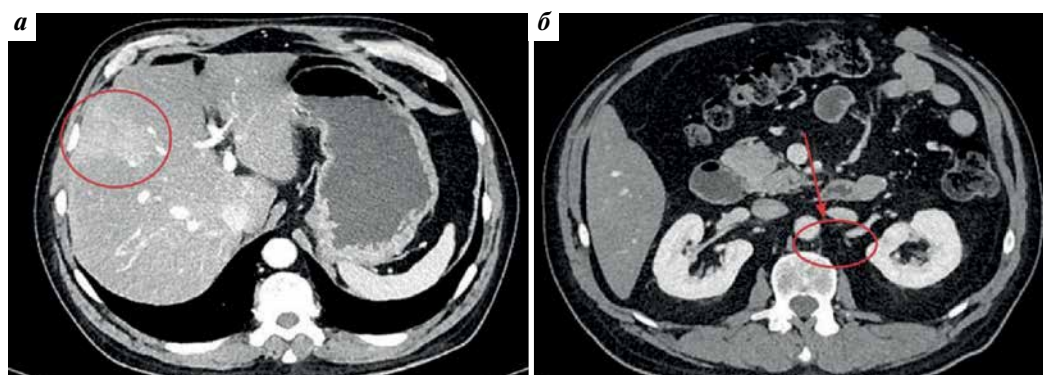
Компьютерные томограммы брюшной полости: а — метастатический очаг в печени (отмечен овалом); б — выявляемые ранее забрюшинные лимфатические узлы не определяются (овал)
